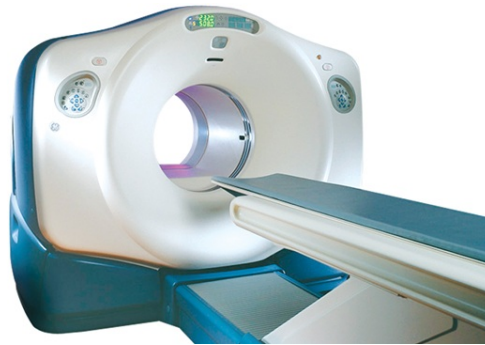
Système combiné TEP/TDM de General Electric [47].
